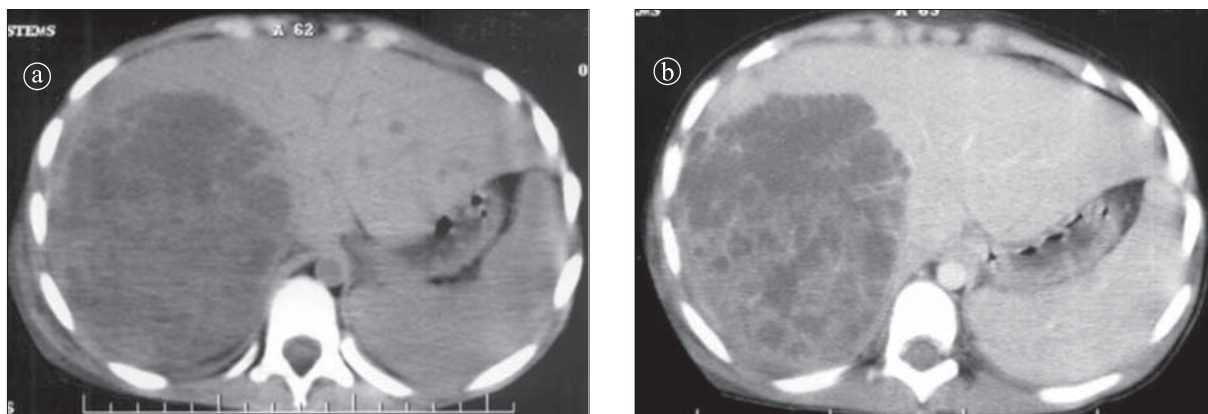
Abces hepatic. Secțiune axială CT. a) precontrast b) postcontrast: masă voluminoasă, rotundă, heterogenă, relativ bine delimitată, ce se încarcă postcontrast inomogen, poliseptată.
